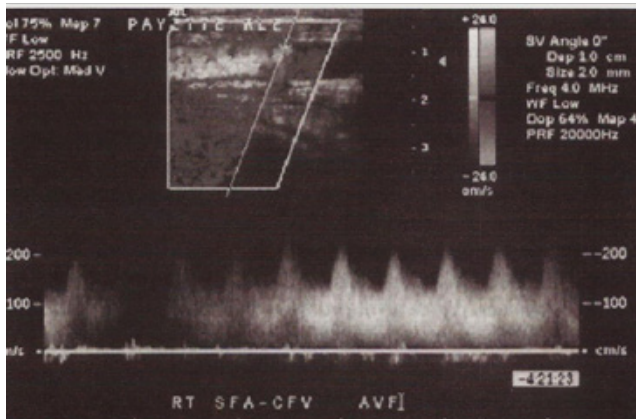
Ondas Doppler características de una fístula arteriovenosa iatrogénica entre arteria femoral superficial proximal y la vena femoral común.
